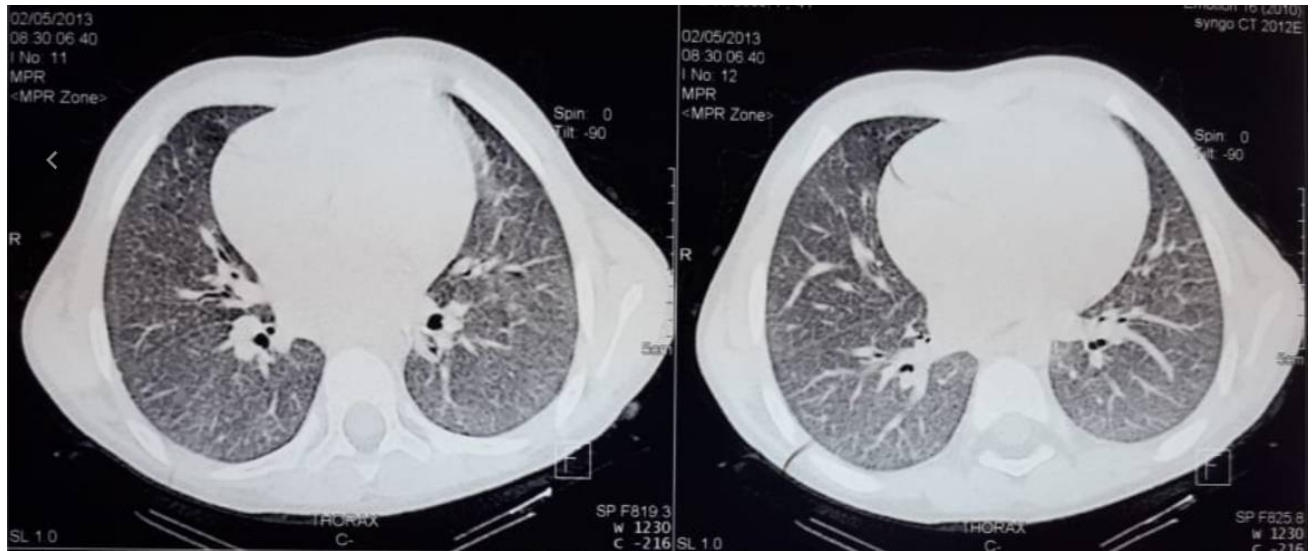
TDM thoracique : coupes axiales en fenêtre parenchymateuse montrant aspect en verre dépoli dans les deux champs pulmonaires en rapport avec une hémosidérose pulmonaire idiopathique.
